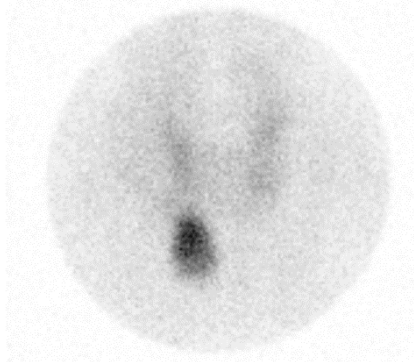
Pinhole scintigraphie patient #9, 150 minutes post injection Tc-99m-MIBI
